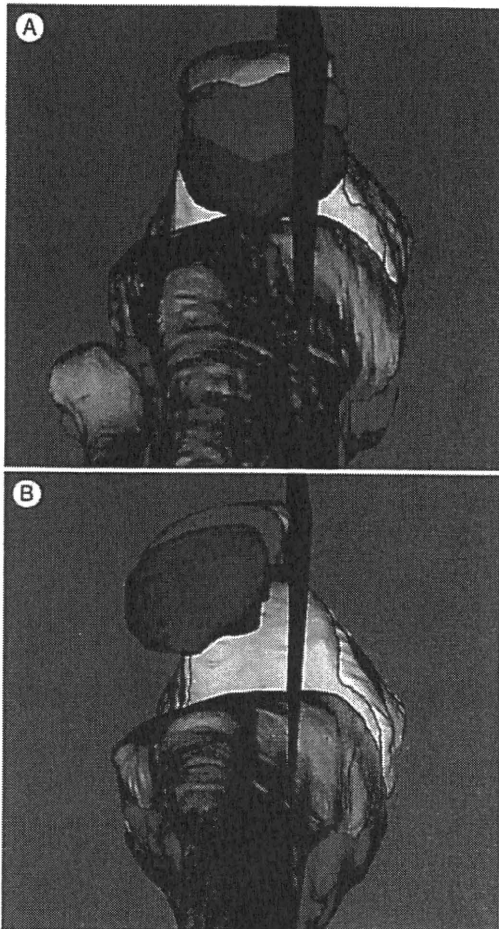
健常人と膝蓋骨亜脱臼症例での膝蓋大腿関節のkinematic MRI
